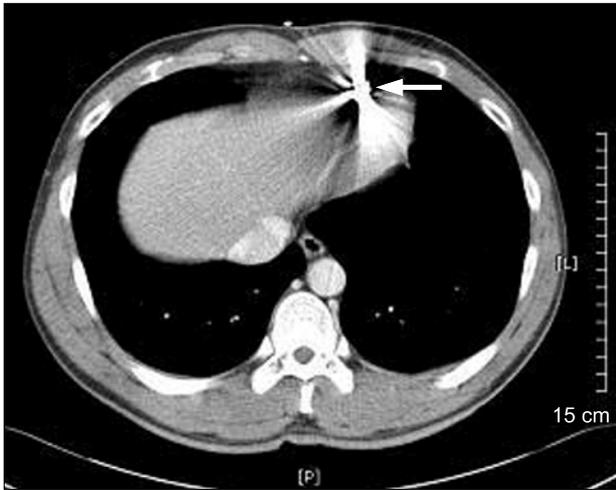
Computed tomographic scan shows a bullet in wall of right ventricle and no pericardial effusion.
